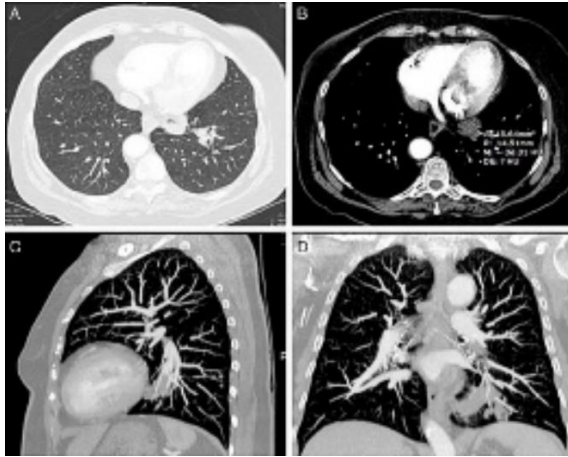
TC de Tórax Distintos Planos. Fuente: <https://www.archbronconeumol.org>
